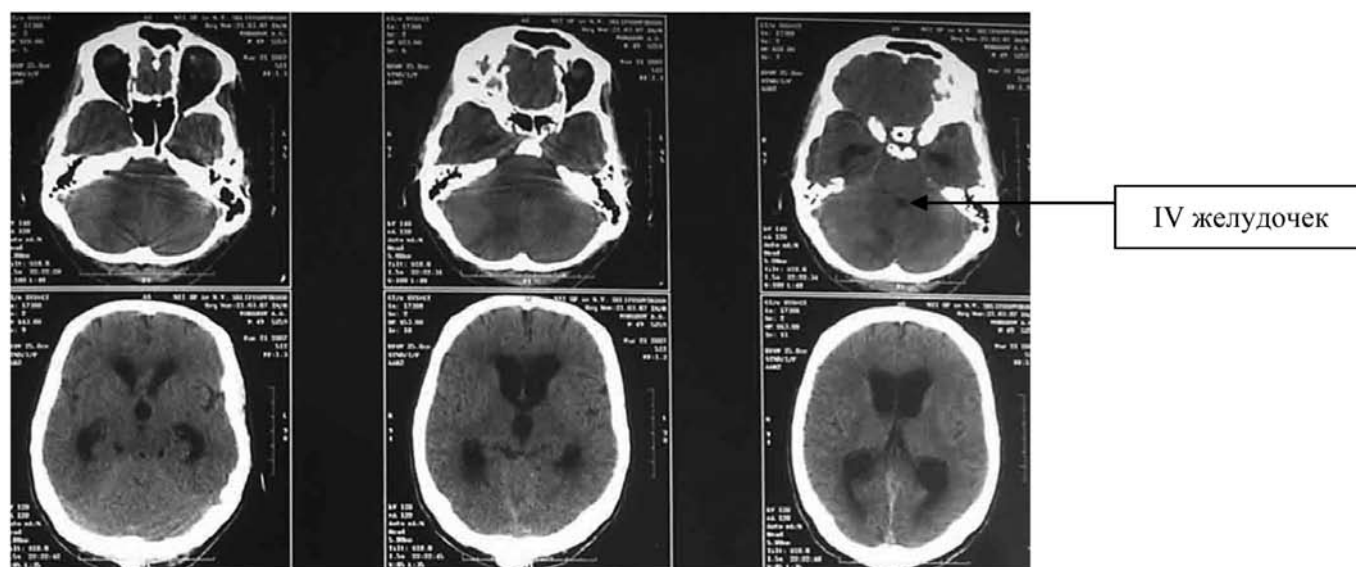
КТ головного мозга, выполненная при поступлении больного в НИИ СП. Окклюзионная гидроцефалия. IV желудочек сдавлен и смещен влево. Выраженная деформация четверохолмной и обходной цистерн.
